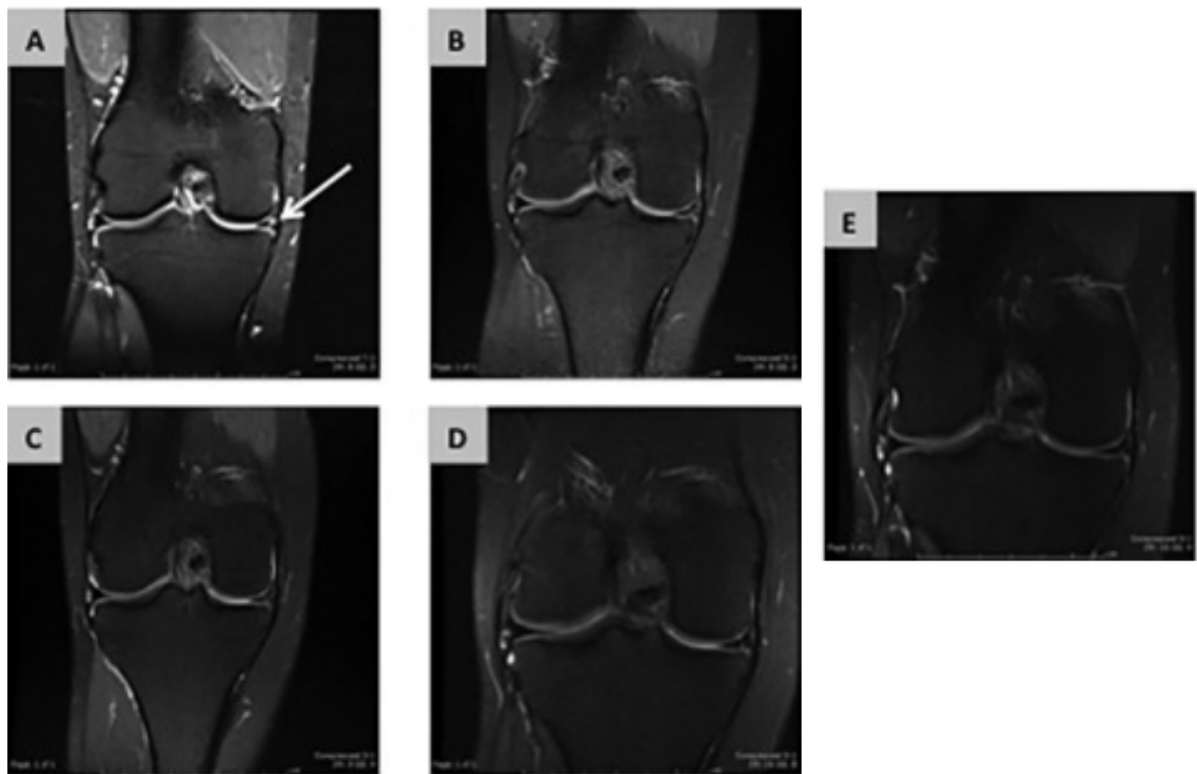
IRM d'une réparation méniscale traitée par CSM sur échafaud. Image préopératoire (A), la flèche blanche indique le ménisque rompu ; image post opératoires à 3 mois (B), 6 mois (C), 12 mois (D), 24 mois (E). (Whitehouse et coll. (270))
